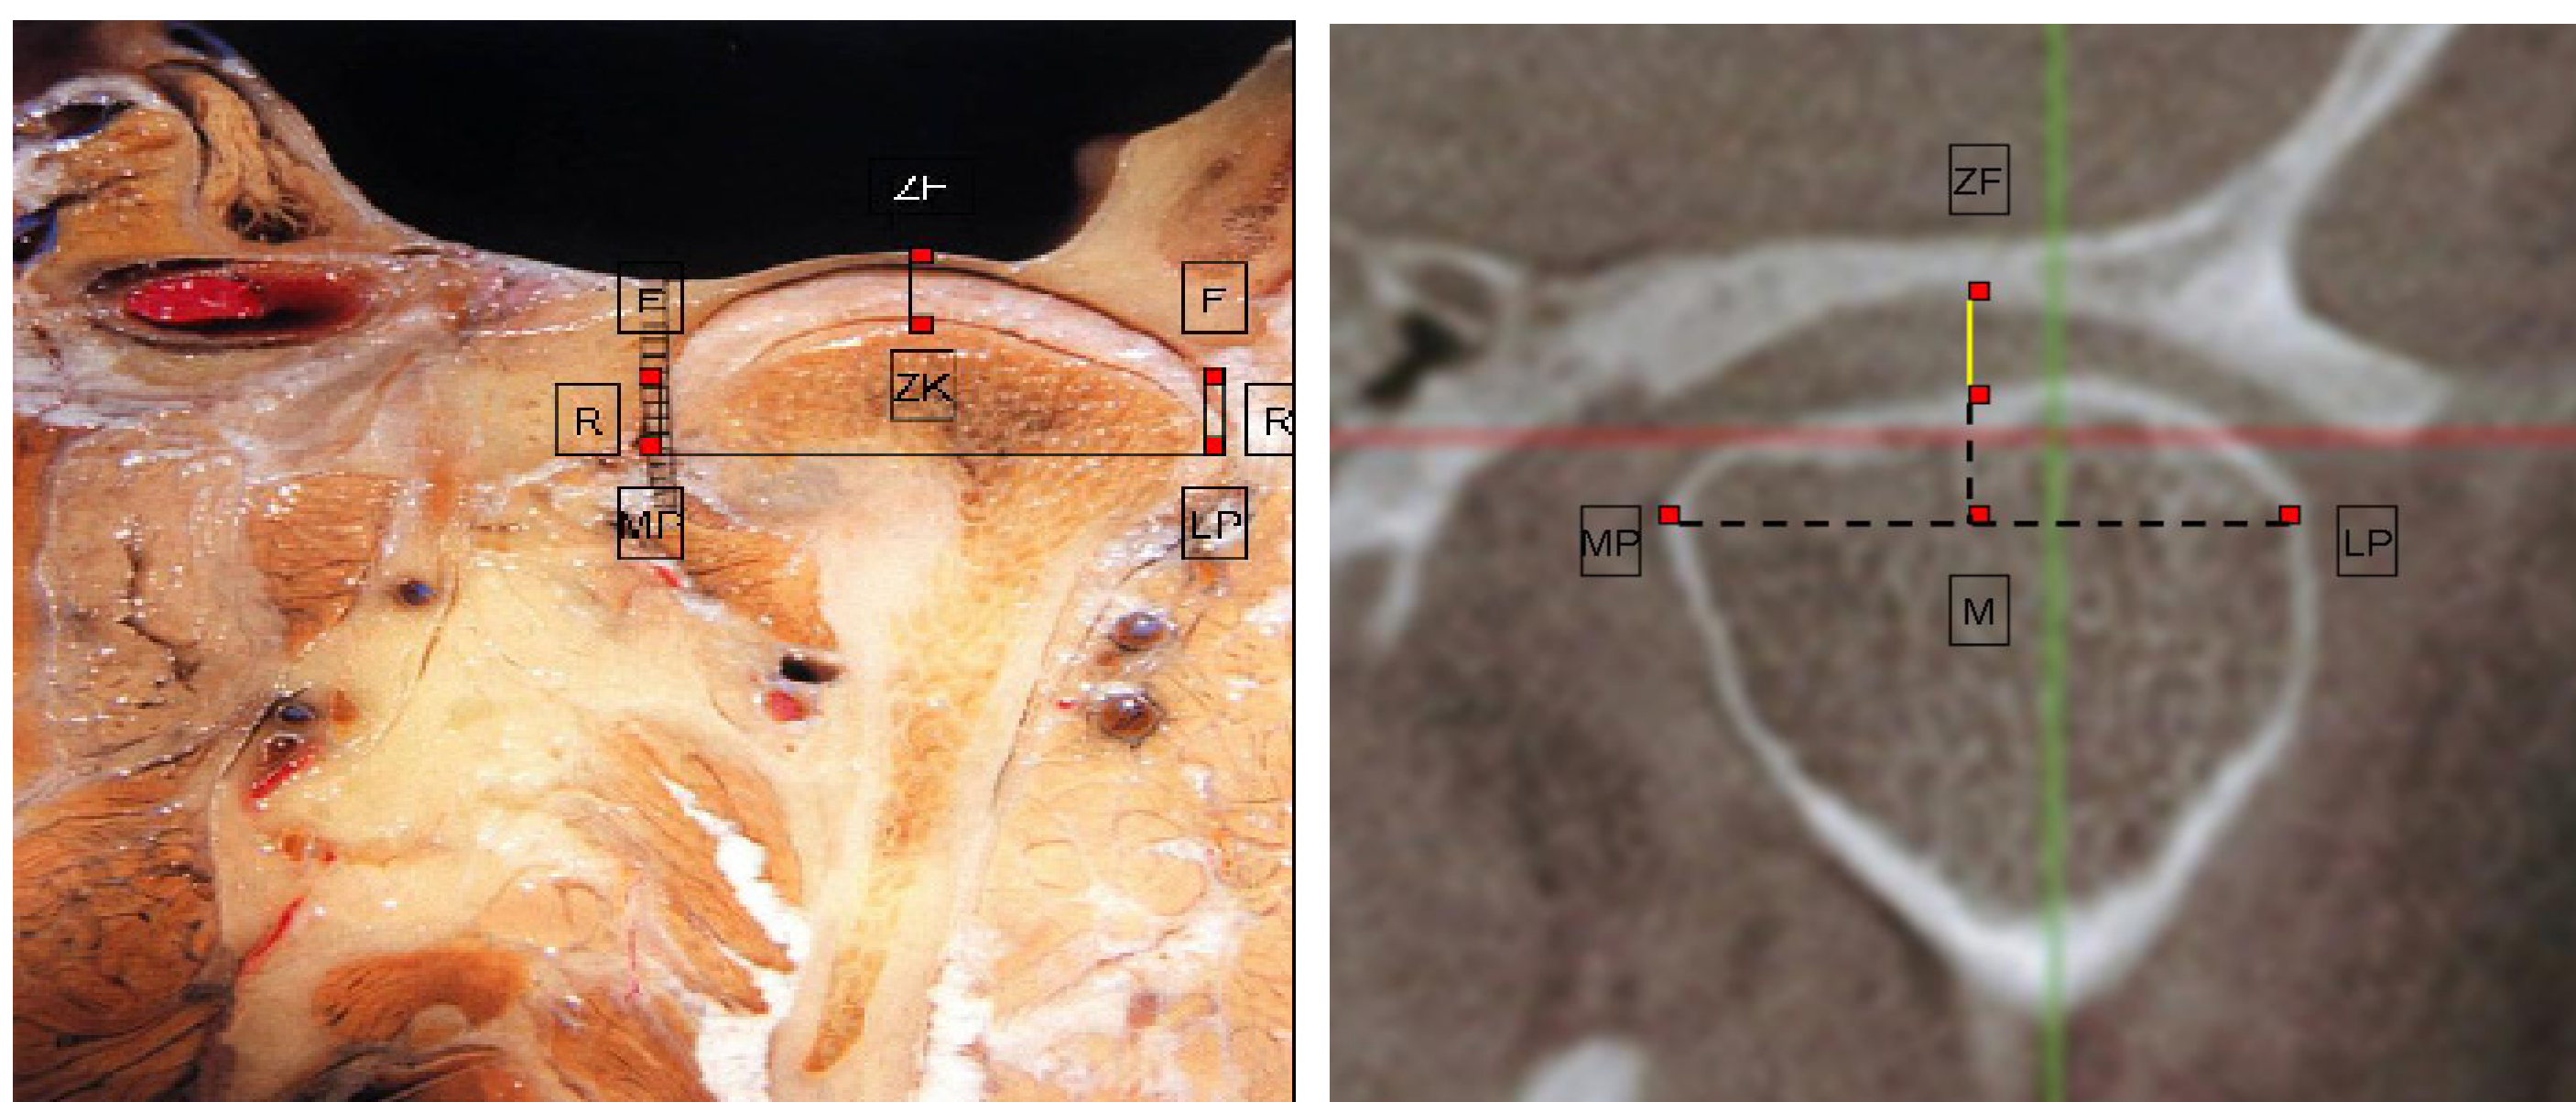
Frontalschnitt und MRT des linken Kiefergelenkes. Darstellung des Kondylus-Diskus-Fossa Komplexes in ZKP mit Referenzpunkten und Referenzlinien M = geometrischer Mittelpunkt des Kondylus auf halber Strecke zwischen MP und LP, MP = medialer Kondyluspol, LP = lateraler Kondyluspol, F = Fossa mandibularis, R = mediale bzw. laterale Randlinie des Diskus. Der geometrische Mittelpunkt wird bei Abflachung der Kondylusoberfläche (regressives Remodelling, Abb. 2) als Ersatz für den Zenit des Kondylus genutzt. Physiologische Kondylus-Diskus-Relation: R liegt 1 mm lateral bzw. medial von der LP-F-Linie bzw. der MP-F-Linie.
